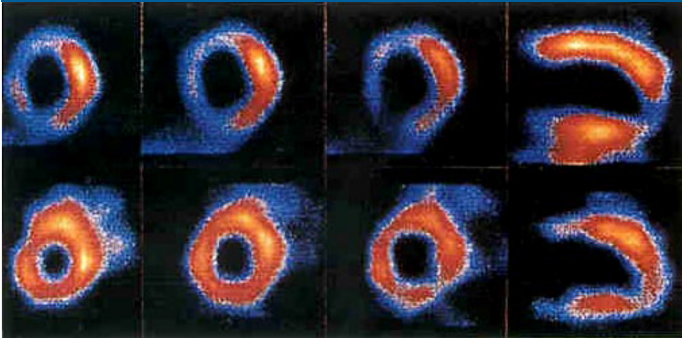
Comparación de tomografías de thallium-201 (fila superior) y technetium-99m (fila inferior)
